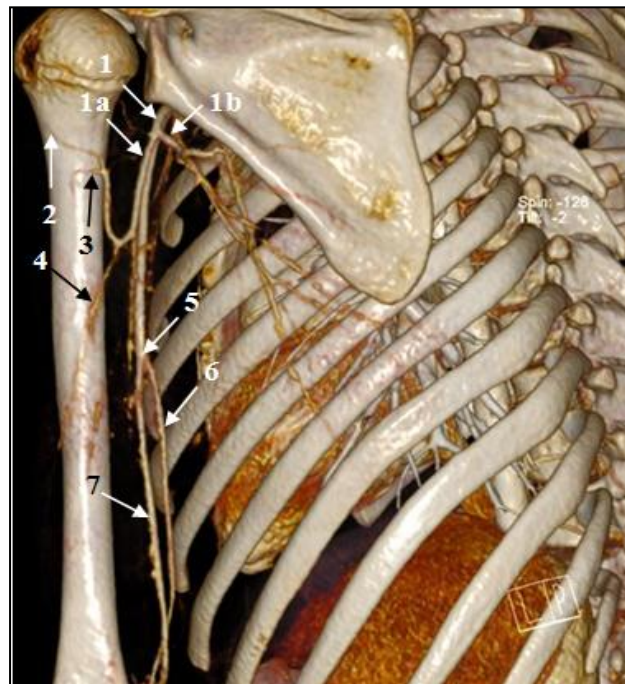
Trunchiul posterior al bifurcației arterei axilare: 1 – trunchiul posterior; 1a – trunchi comun secundar; 1b – artera subscapulară; 2, 3 – arterele circumflexe humerale anterioară/posterioară; 4 – artera brahială profundă; 5 – bifurcația arterei brahiale; 6 – artera radială; 7 – artera ulnară; imagine, angio-CT 3D.
